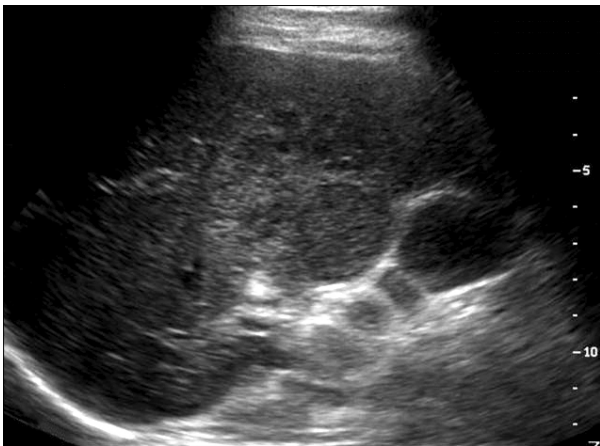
Abdominal ultrasonography. Ill defined hypoechoic area was seen in right hepatic lobe, just lateral to the gallbladder. Minimal intrahepatic ductal dilatations and mild gallbladder wall thickening were noted.
